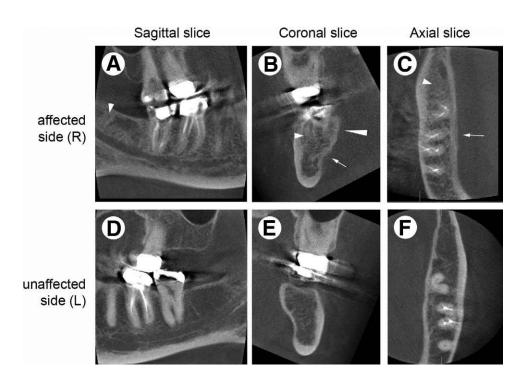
Imagen CBCT del paciente.
